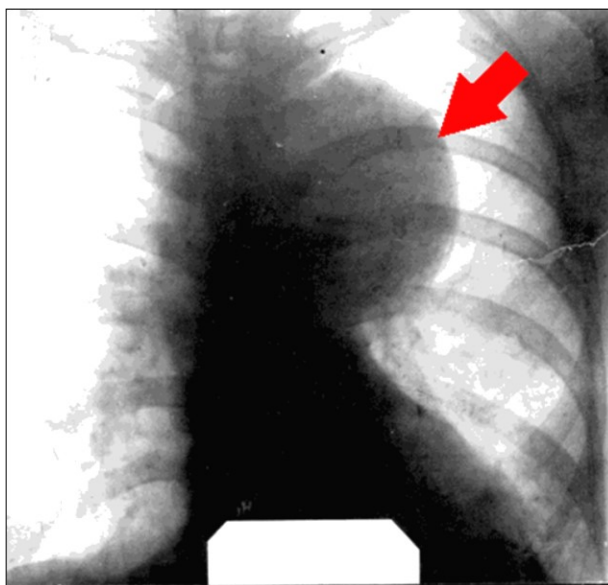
Зображення ПКоАнАо низхідної грудної аорти на рентгенограмі (пацієнт Д., іст.хв. № 1142)
